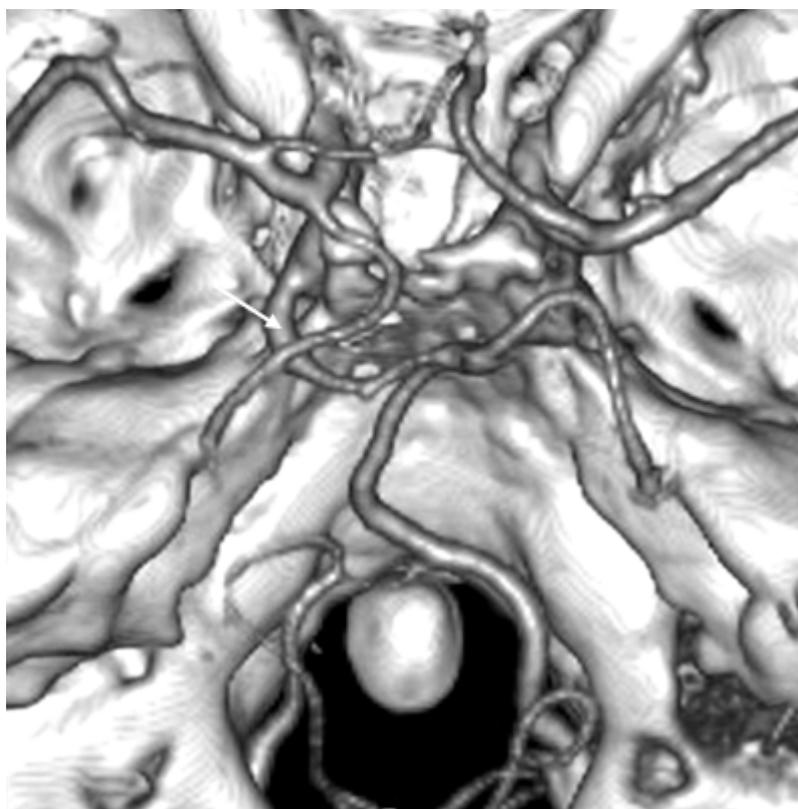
СКТ ангиограмма сосудов основания мозга, вид сверху (ISSD – изображение оттененных поверхностей). Примитивная тригеминальная артерия слева (показана стрелкой).
